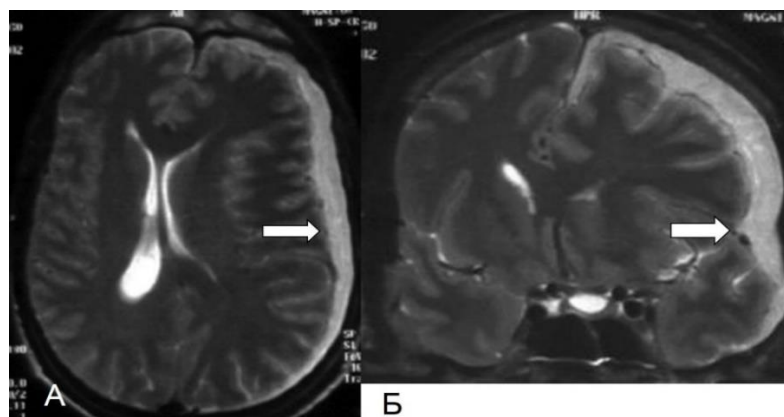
МРТ головного мозга пациента Ш., 32 лет, без контрастирования при поступлении в стационар в T1 ВИ в аксиальной (А) и коронарной (Б) проекциях
